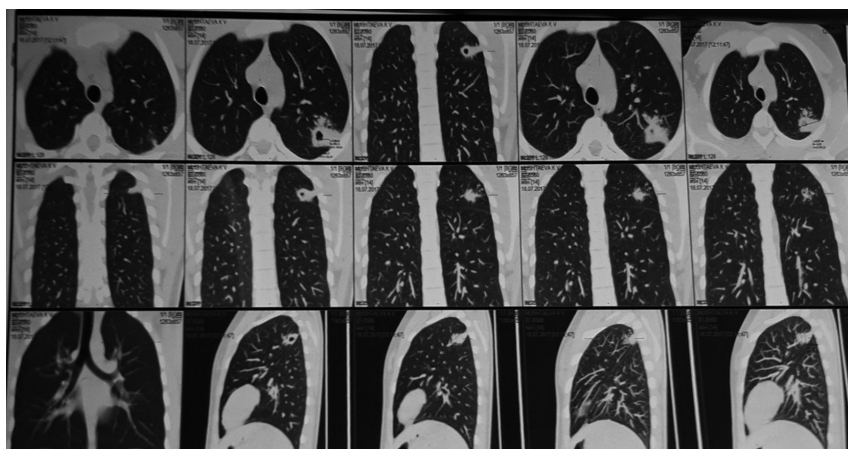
КТ органов грудной клетки от 18.07.2017 г.
